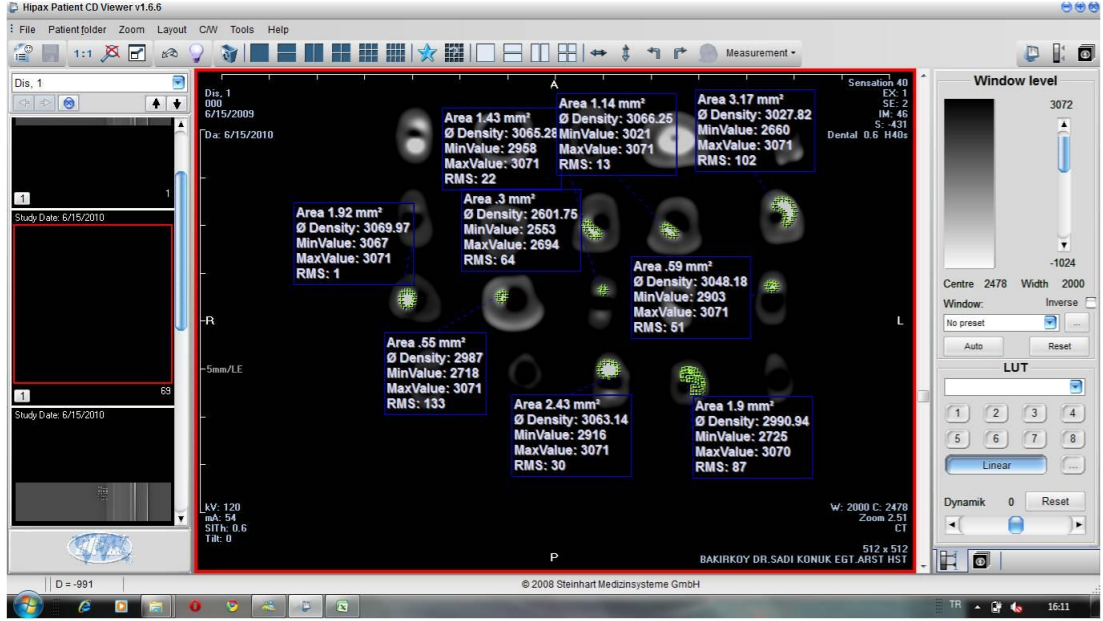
PL9 numaralı dişin BT kesitlerinin görüntüsü.
